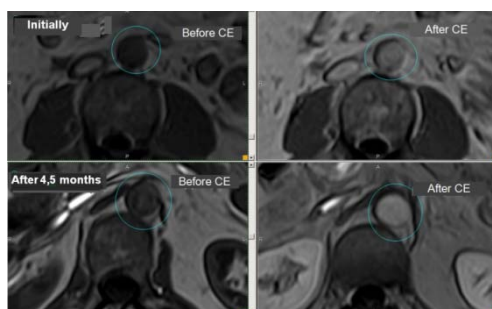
Dynamics of T1-weighted contrast-enhanced MRI of the descending aorta in a patient with extensive atherosclerosis of the aorta and its branches and with arterial hypertension, who received mexidol at a dose of 250 mg 3 times a day throughout the period between the initial and control studies. The aorta is marked with a circle on all transverse section images. The picture of contrast enhancement after 4.5 months of therapy with *mexidol* reveals a significant decrease of the circumferential extent of contrast enhanced area of the aortic wall. The aortic diameter remained unchanged (29 mm) during the observation period
